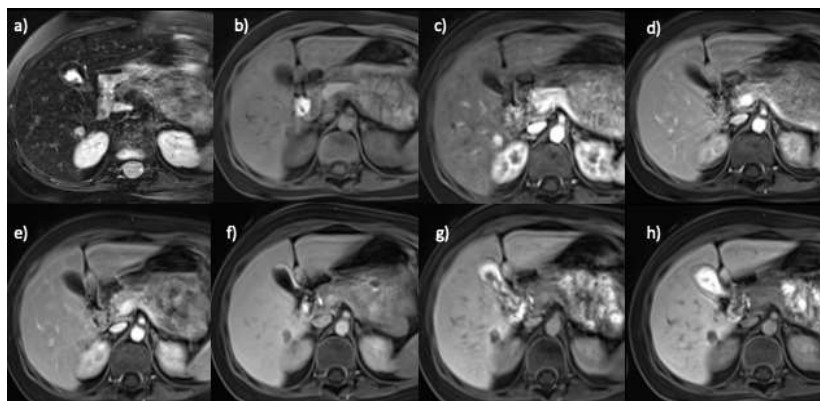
Пациент Б., 11 лет с синдромом Ли-Фраумени. ПЭКома печени. ПЭКома S6 правой доли печени. МРТ в аксиальной проекции с динамическим контрастным усилением с применением гепатоспецифичного контрастного препарата: а) T2ВИ с подавлением сигнала от жировой ткани; б) T1vibe до введения контрастного препарата; в) T1vibe артериальная фаза; д) T1vibe венозная фаза; е) T1vibe отсроченная фаза 5 минут; ф) T1vibe отсроченная фаза 10 минут; г) T1vibe отсроченная фаза 20 минут; х) T1vibe отсроченная фаза 40 минут
